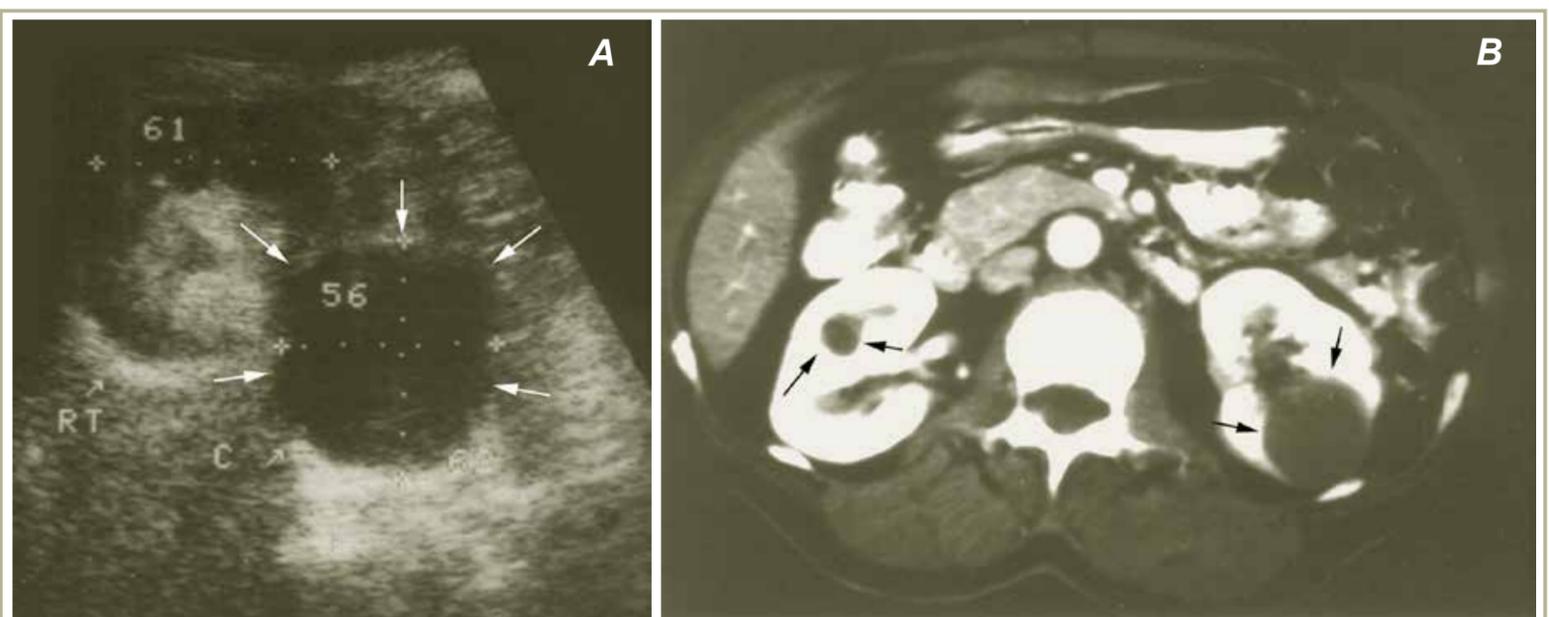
Cisto Simples – A) US; B) TC com contraste. Observe a ausência de captação de contraste na parede dos cistos.
